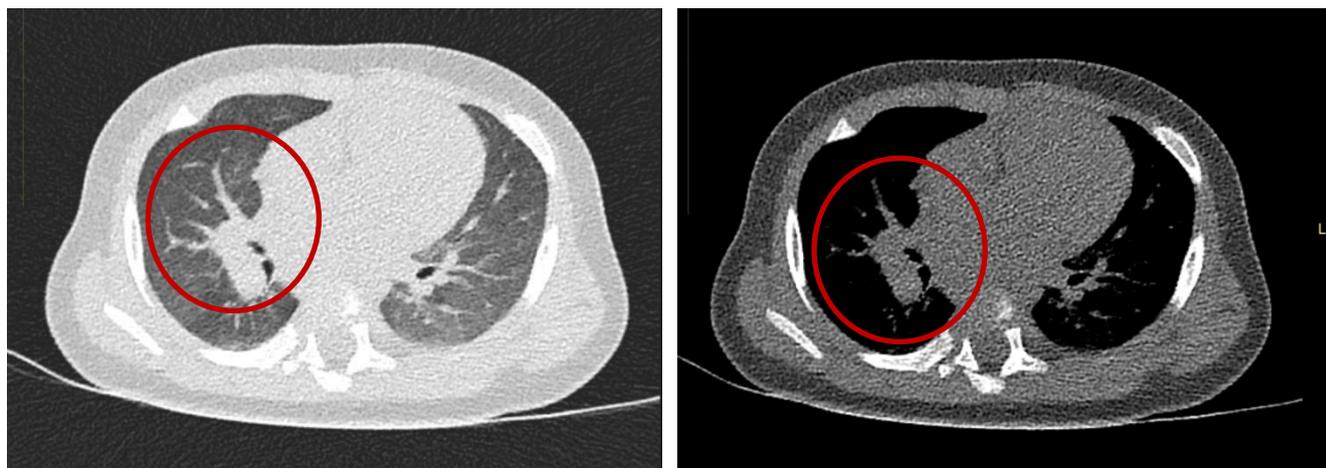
Компьютерная томография ОГК пациента М.
